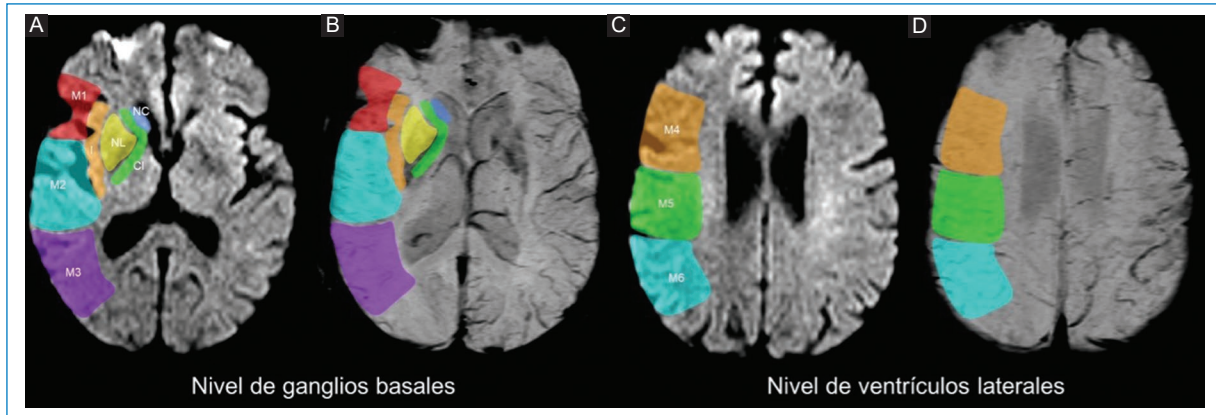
Regiones evaluadas en la escala ASPECTS. (A) DWI y (B) SWI son cortes en el nivel de los ganglios basales. Se evalúa el núcleo caudado (NC), cápsula interna (CI), núcleo lenticular (NL), ínsula (I) y tres regiones corticales (M1, M2 y M3). (C) DWI y (D) SWI son cortes en el nivel de los ventrículos laterales. Se evalúan otras tres regiones corticales (M4, M5 y M6).
